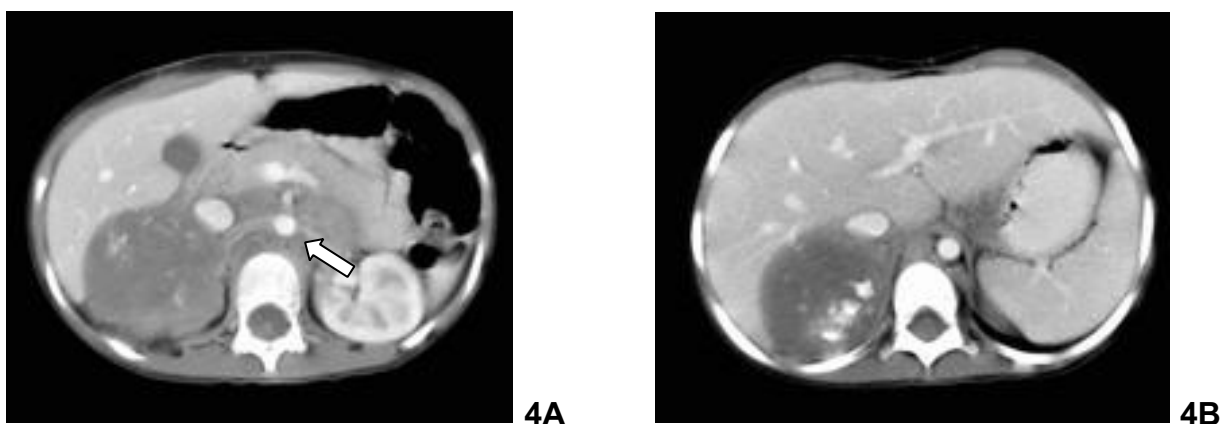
(A) Imagem axial de tomografia computadorizada evidenciando o deslocamento anterior da aorta abdominal em um caso de paciente confirmado de neuroblastoma com massa de apresentação um pouco mais baixa que a SRCL. (B) Mesmo paciente quando avaliado ao nível da suprarrenal contralateral não apresentava a aorta deslocada.
